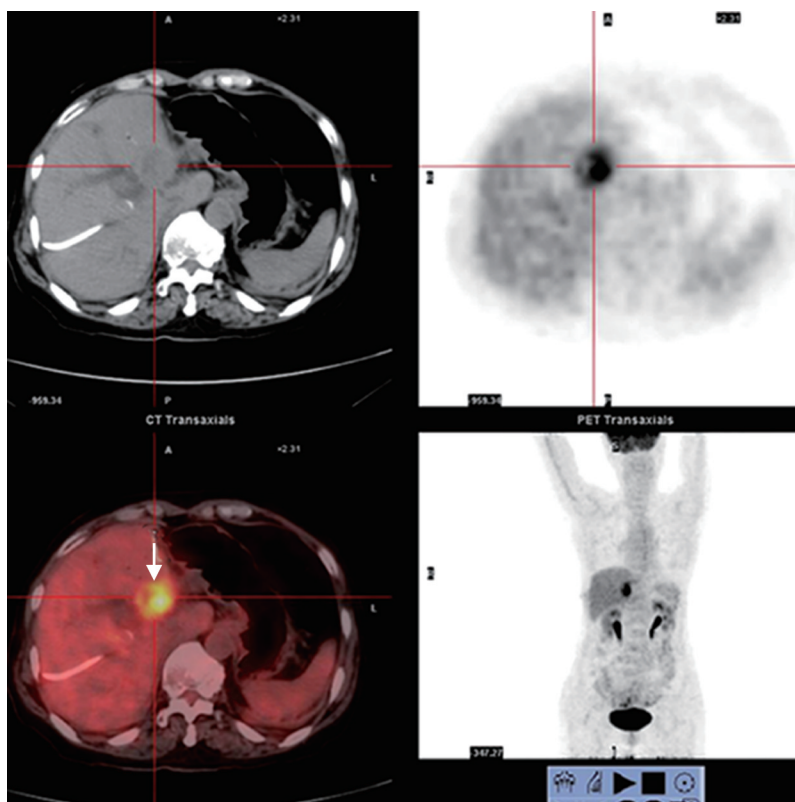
术前 PET/CT(白色箭头所指处为肿瘤组织高代谢区域)
